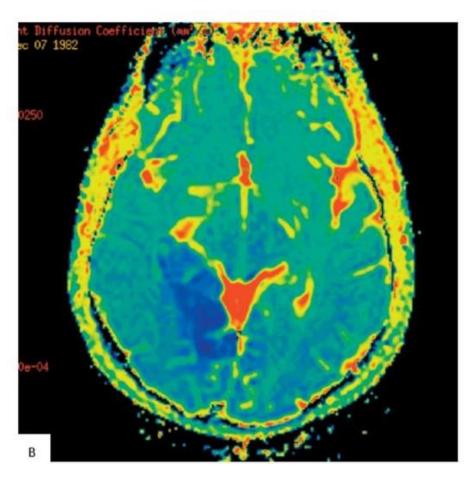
Окончание*. Острейшая фаза (5 ч) мозгового инсульта в вертебробазилярной системе. На диффузионной цветовой карте по измеряемому коэффициенту диффузии - обратная картина (в)
